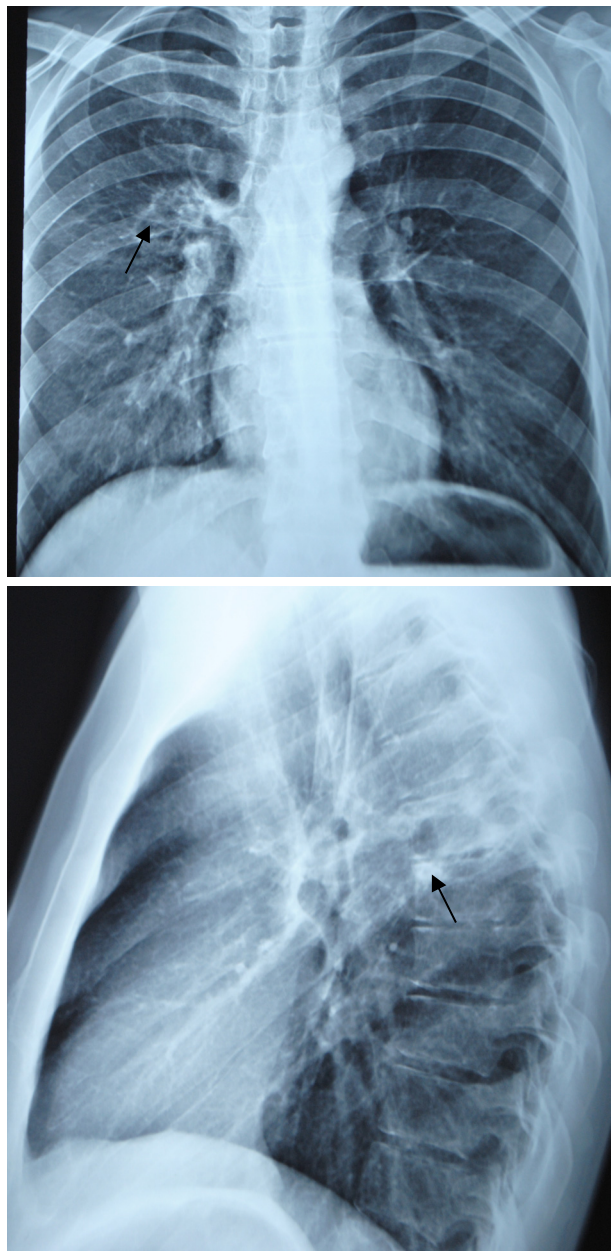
Рентгенограммы грудной клетки в прямой и правой боковой проекциях: в правом легочном поле стрелкой отмечен очаг пневмосклероза
